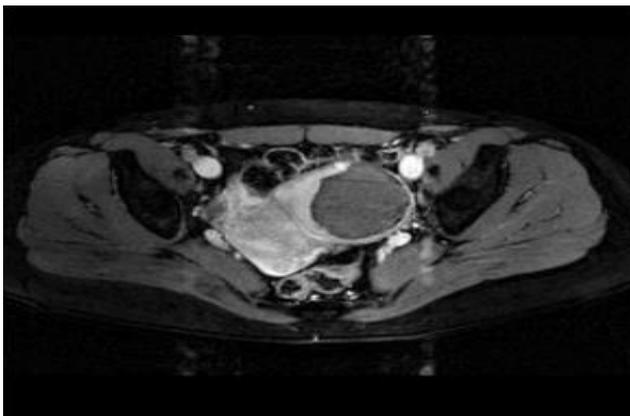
МРТ после абляции узла миомы матки (Т1ВИ с контрастным усилением)
